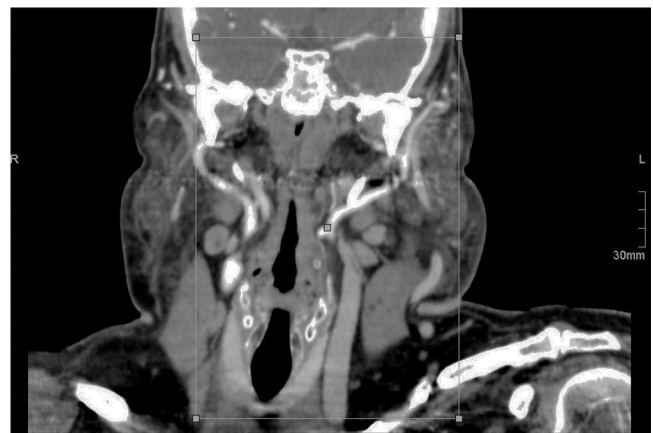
Sección coronal de TC mostrando numerosos ganglios linfáticos aumentados de tamaño que están presionando a ambas arterias carótidas.
